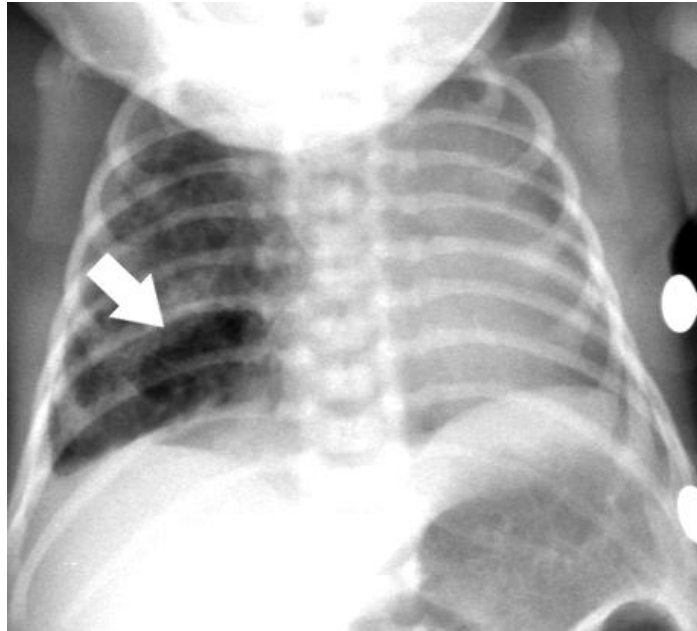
Radiografia de tórax com um cisto congênito no lobo inferior direito (seta)
